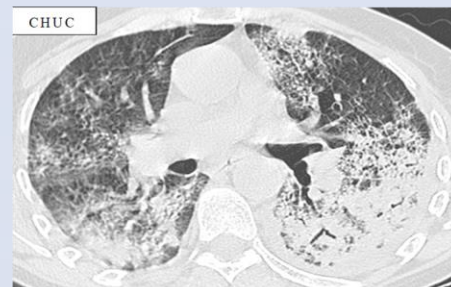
Homme 66 ans COVID-19. Coupe TDM axiale en fenêtre parenchymateuse. Verre dépoli et condensations diffuses avec bronchogramme aérique.
